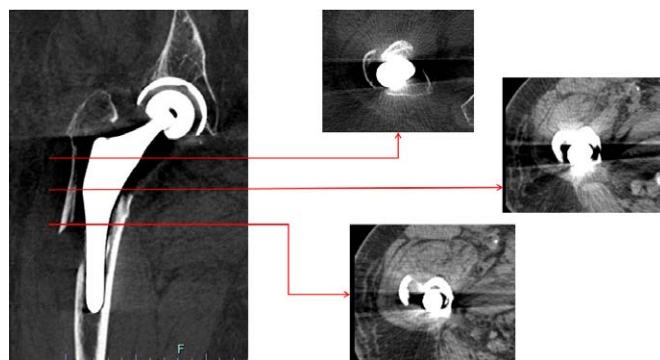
TC coronale e assiale della frattura delle figure precedenti
